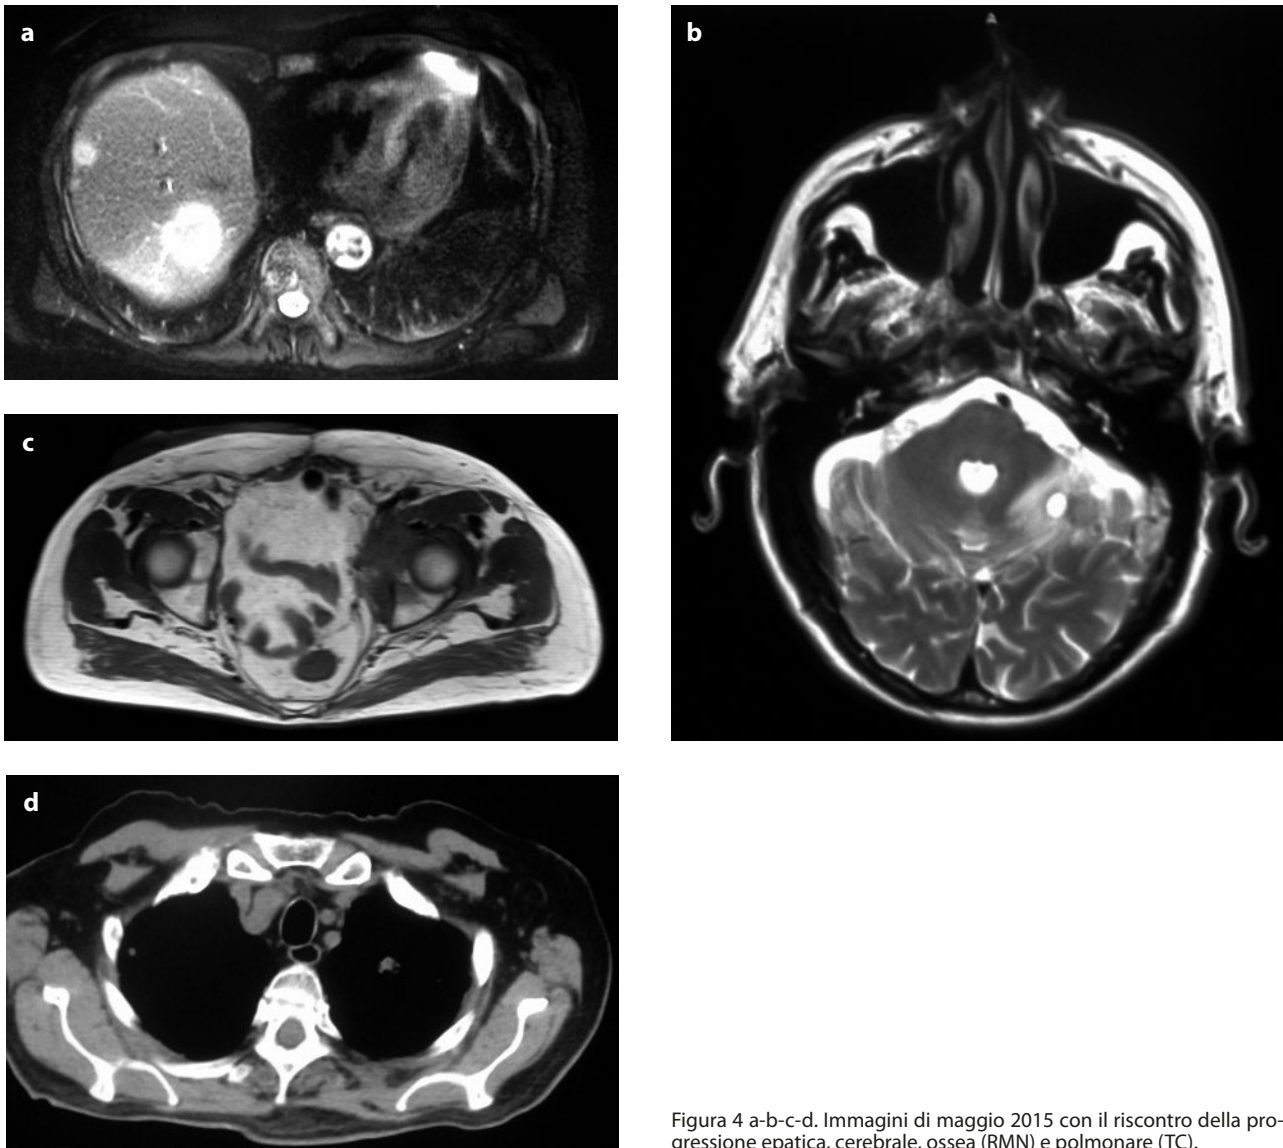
a-b-c-d. Immagini di maggio 2015 con il riscontro della progressione epatica, cerebrale, ossea (RMN) e polmonare (TC).
